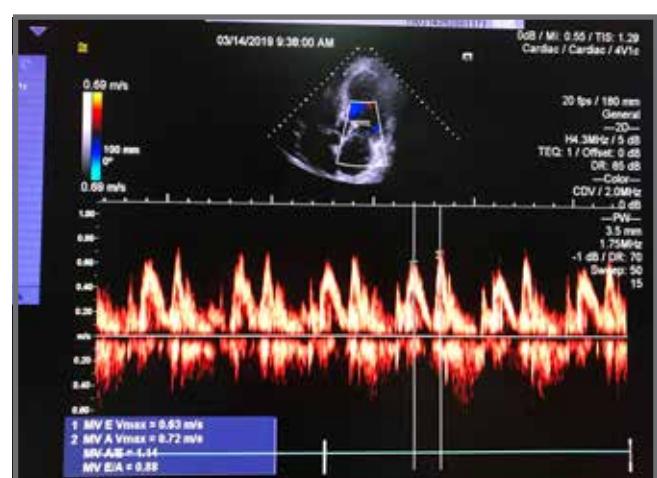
Doppler values for diastolic measurements
